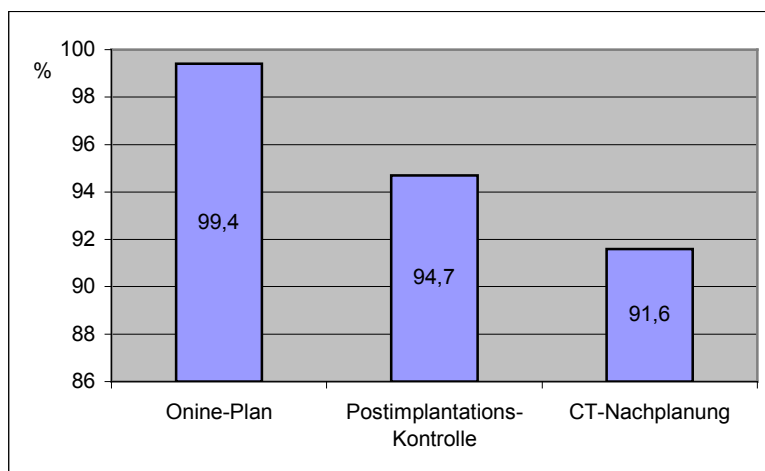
V100 der Online-Planung, der Postimplantationskontrolle und der CT-Nachplanung (SD $\pm 0,9$ %, $\pm 3,6$ % bzw. $\pm 4,9$ %)
